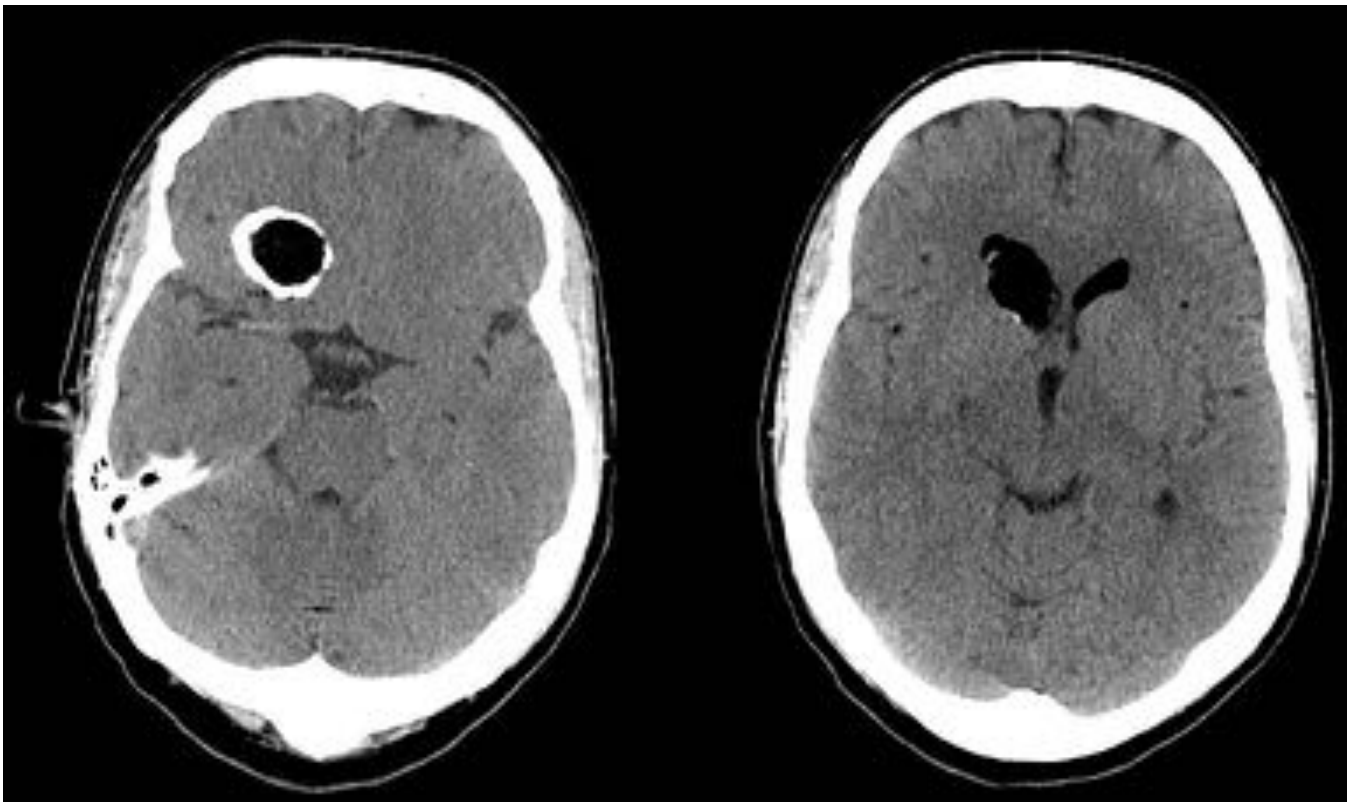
Cortes axiales de TC sin contraste consecutivos donde se aprecia una lesión hipodensa (de densidad grasa) en región medial del polo temporal izquierdo, extendiéndose hasta la cisterna perimesencefálica izquierda. Existen gotas grasas en el espacio subaracnoideo, que sugiere quiste dermoide roto.
